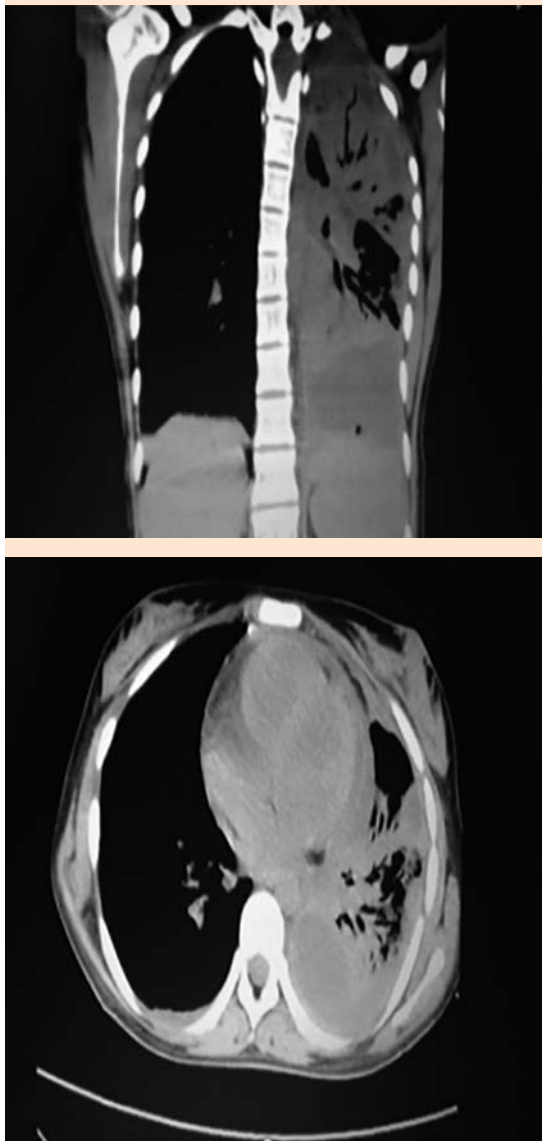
Tomografía con derrame pleural izquierdo y con múltiples tabiques.
